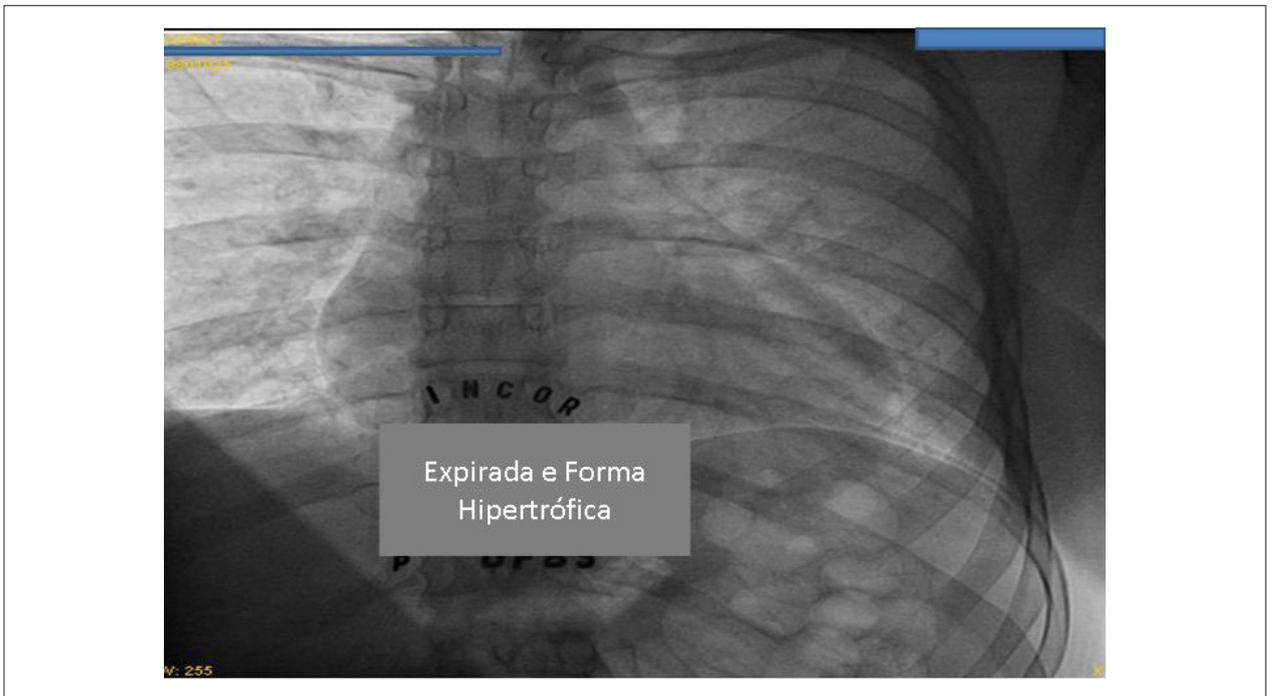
Radiografia de tórax mostra área cardíaca normal, com forma arredondada decorrente da hipertrofia miocárdica, por lesão obstrutiva à direita.
